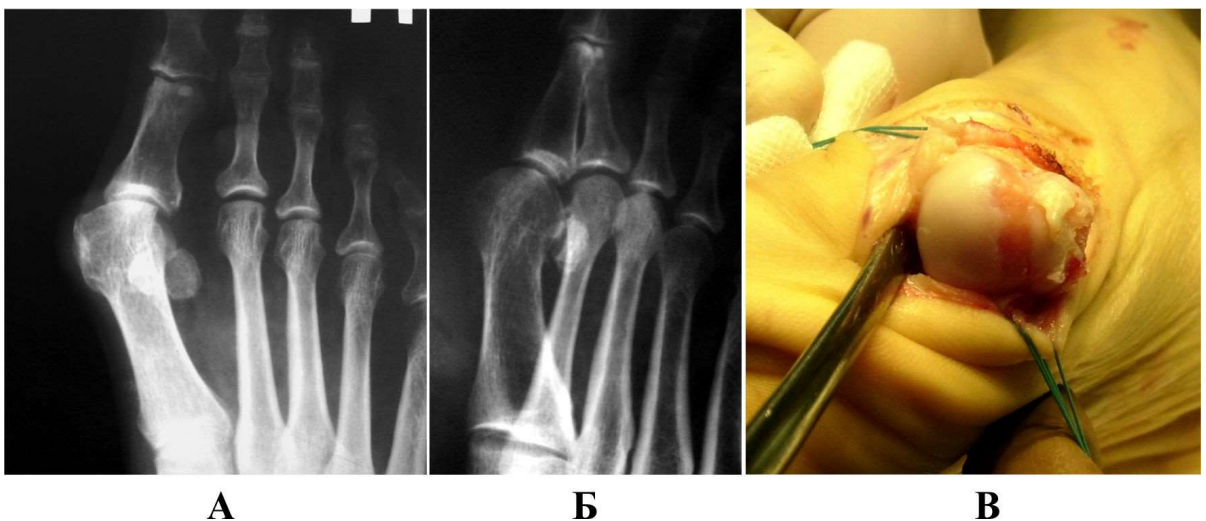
Рентгенологічна та макроскопічна картина змін головки 1-ї плеснової кістки: А – пряма проекція (I – II стадія ОА за Kellgren); Б – бокова проекція, відсутність ознак ОА; В – інтраопераційно (оголення субхондральної кістки по борозді Хьюбаха; інтактний суглобовий хрящ ділянки головки, конгруентної з проксимальною фалангою).
